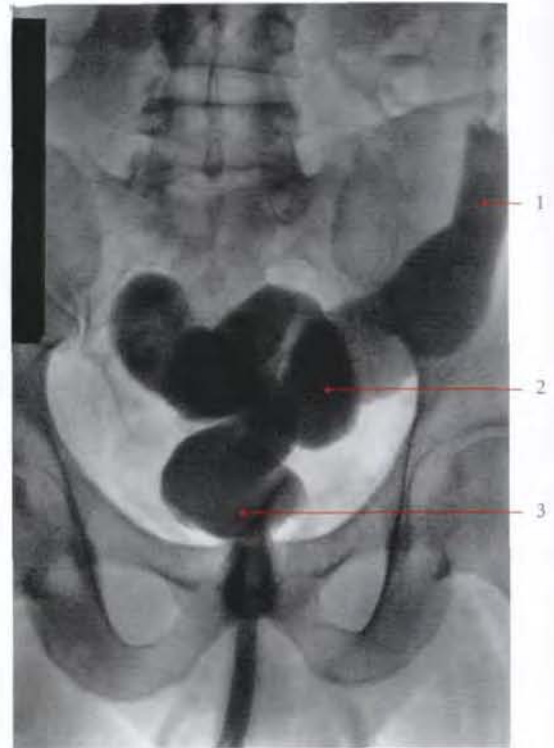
Radiographies du côlon sigmoïde et du rectum : lavement baryté de face (cliché Dr Ph. Chartier)
